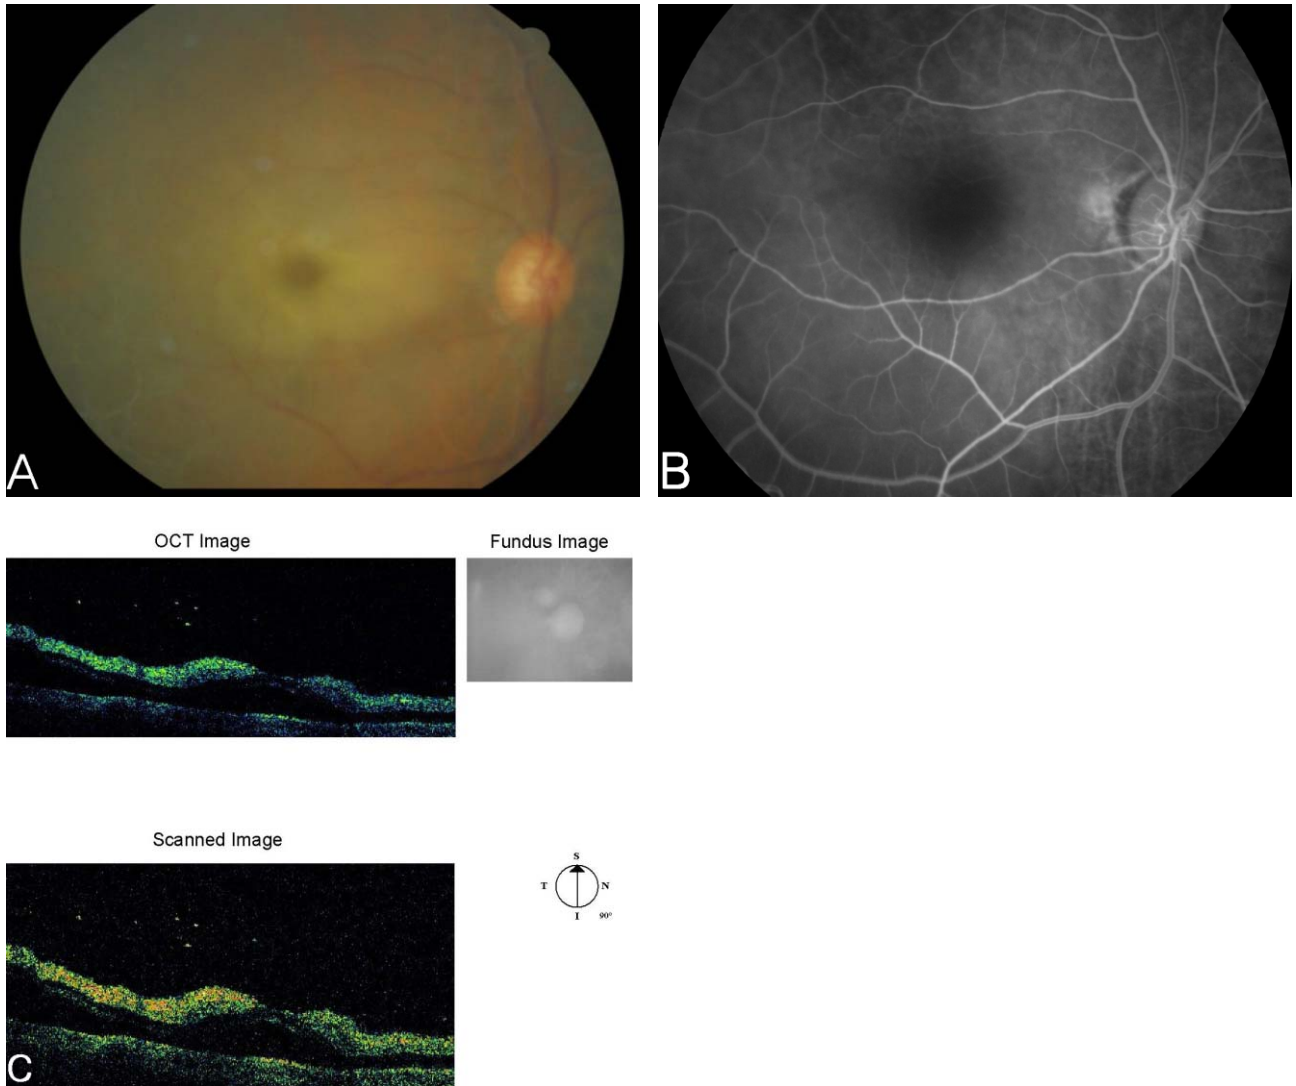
Case 2 (A) Fundus photograph at 1 day after surgery. It shows that there is whitening or opacification of the superficial retina and a cheery-red spot. (B) Fluorescein angiograph at 18 seconds after injection. It shows that delay in retinal arterial filling and prolongation of arteriovenous transit time. (C) Optical coherence tomograph. It shows subretinal fluid retention and macular edema.
